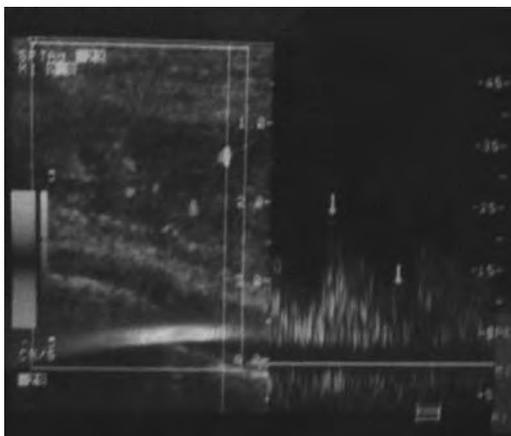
USG Doppler. Gran vascularidad de la lesión y flujo de baja resistencia, indica gran aporte vascular..
